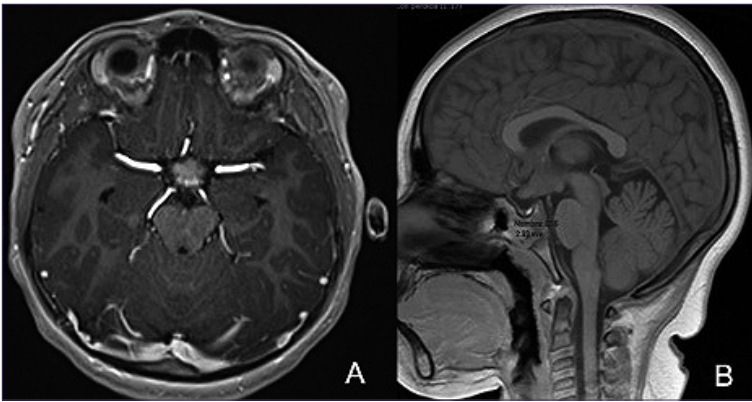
A. Contrast MRI in axial section, where a hyperintense image is observed in the sellar region with measurements of 13.4 x 14.5 mm with notable reduction in dimensions compared to the initial study; B. T1-weighted magnetic resonance in sagittal section, where an isointense image is observed in the sellar region, which does not generate displacement of the hypothalamus.
